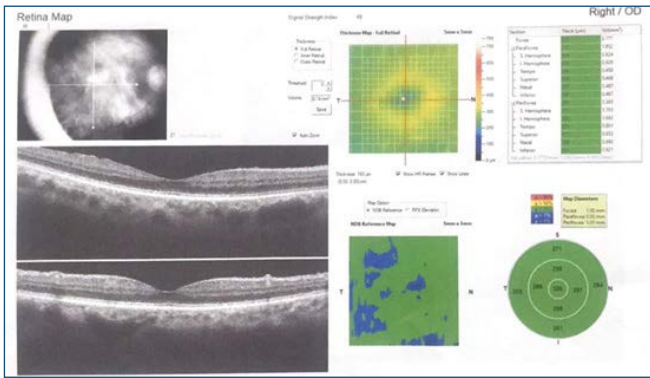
Análise estrutural pela tomografia de coerência óptica.
